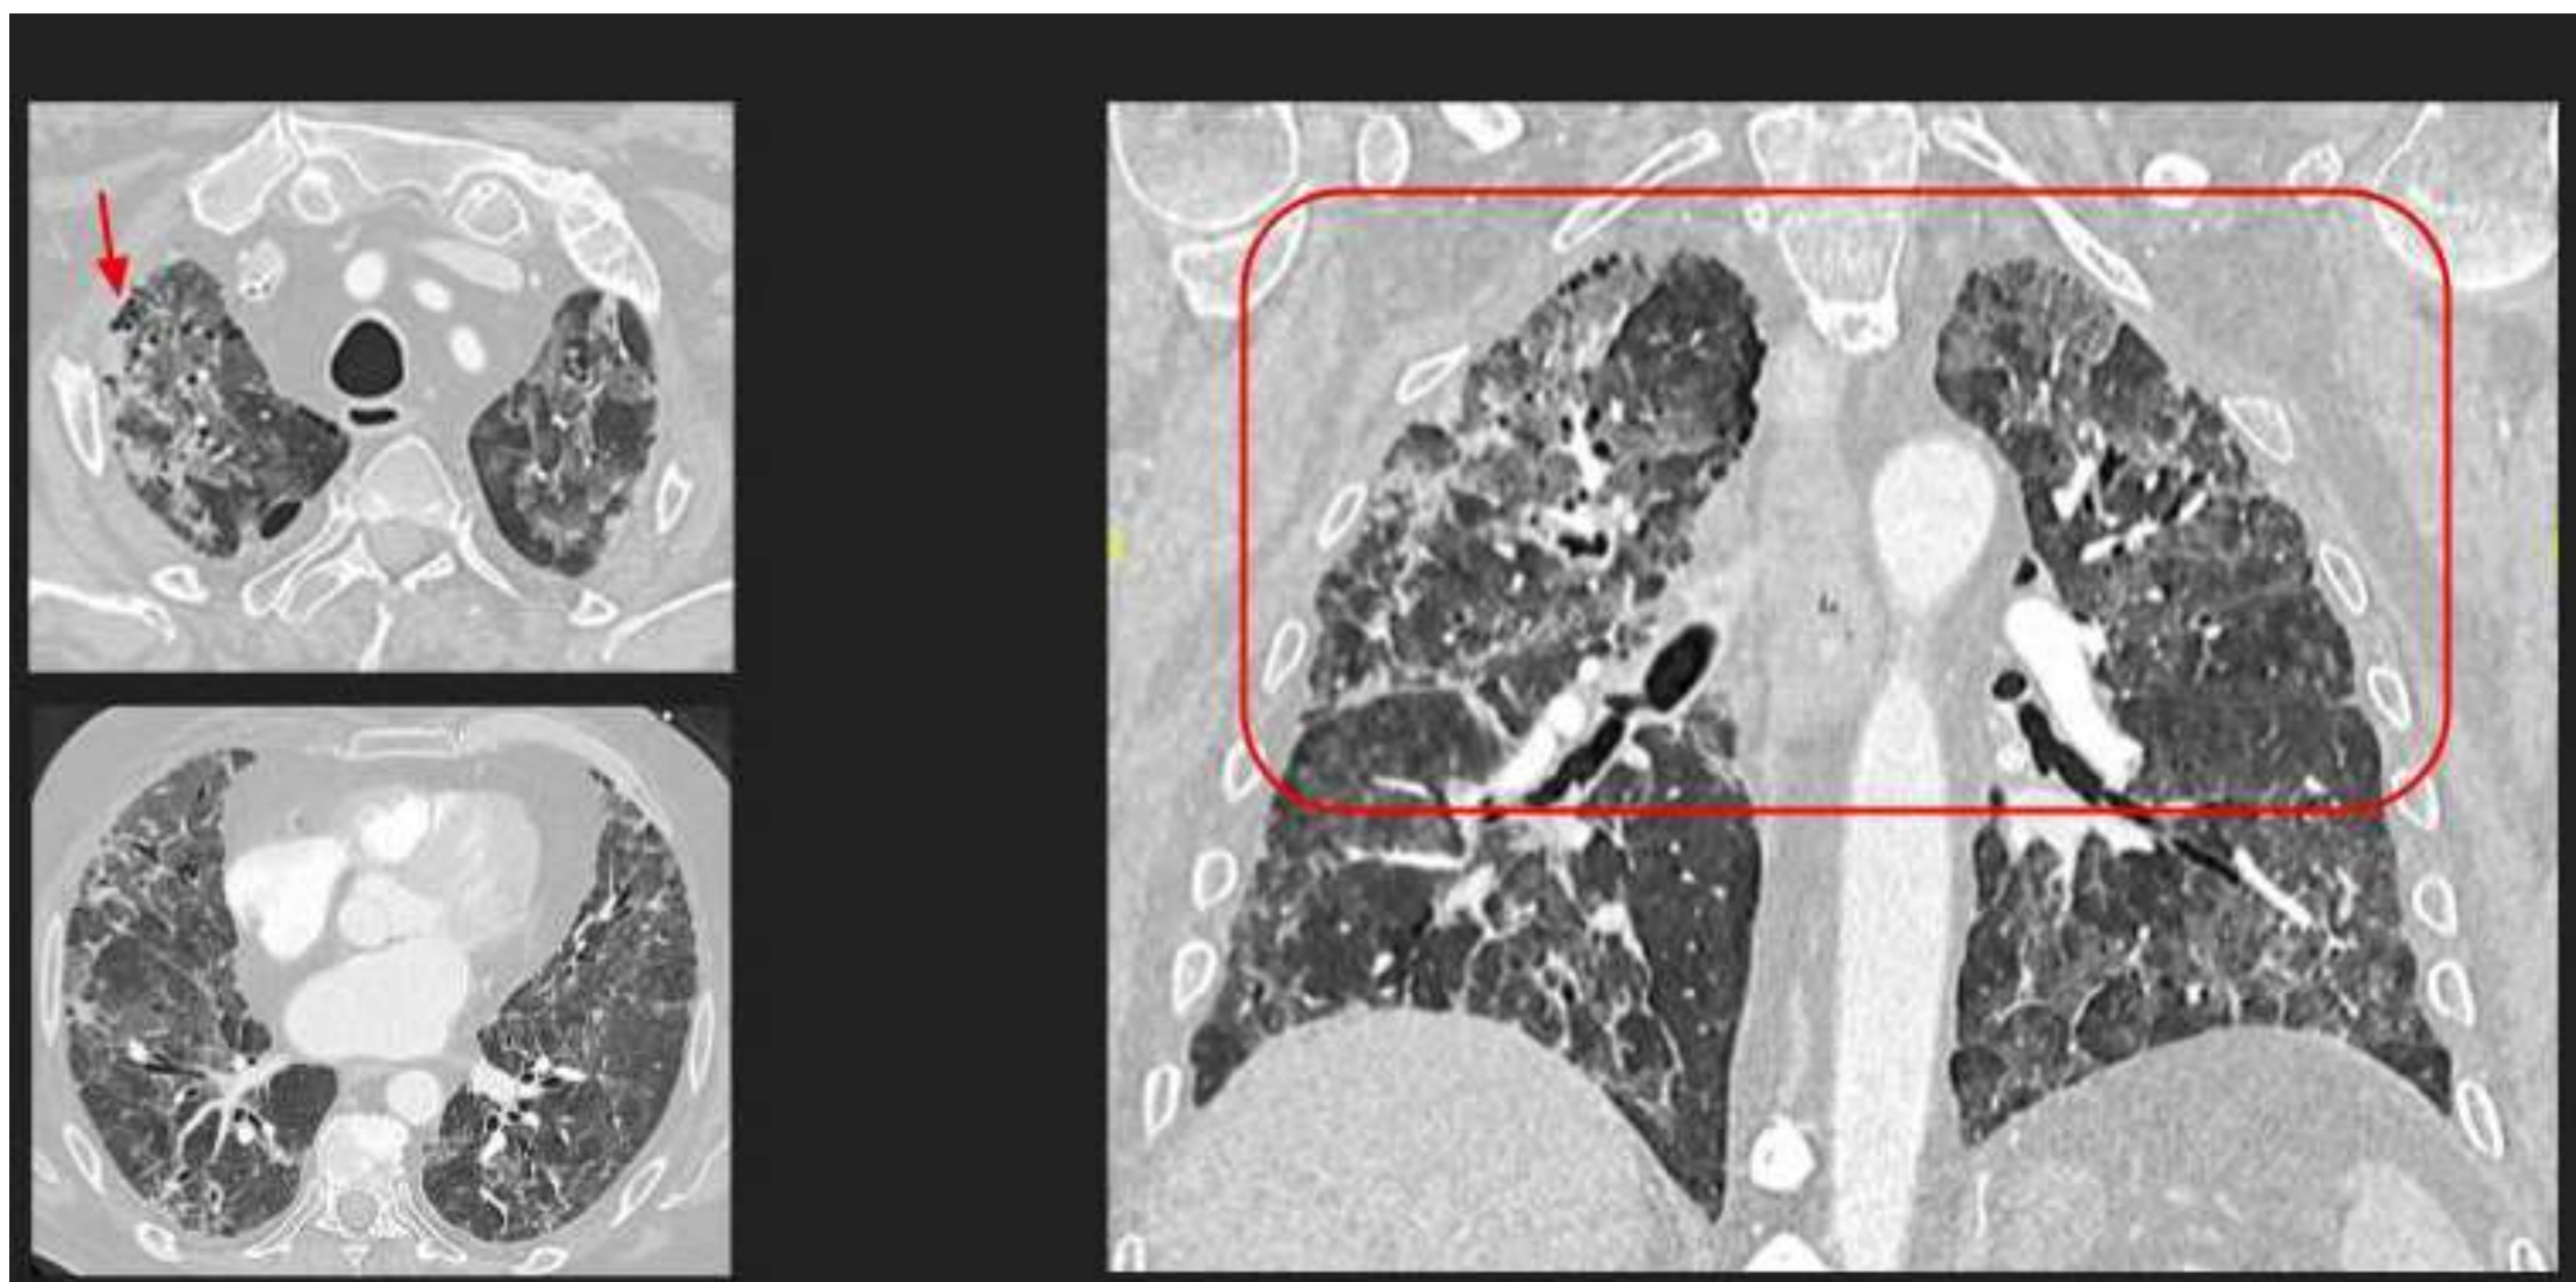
En las siguientes imágenes TC podemos observar un paciente con neumonía por *P.jirovecii* (forma quística), donde se observan múltiples quistes pulmonares de formas, tamaños y grosor de pared variables, afectando predominantemente a los los lóbulos superiores (↗).
